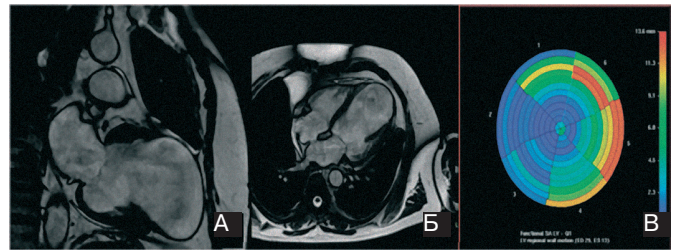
Томограма (MPV без внутрішньовенного контрастування) пацієнта О., 74 роки. Аневризма ЛШ.
